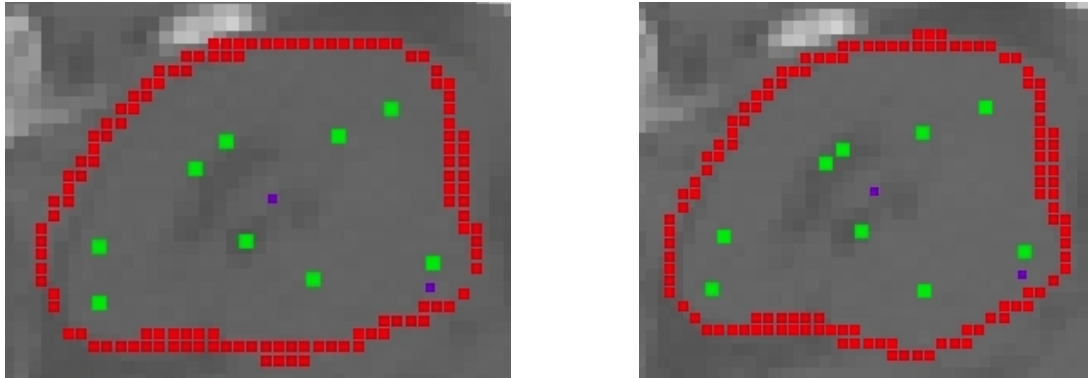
Quellenverteilung M238 in CT-Schicht T237 vor (links) $M=782,9$ und nach 1. Abgleich (rechts), $M_1=788,95$
